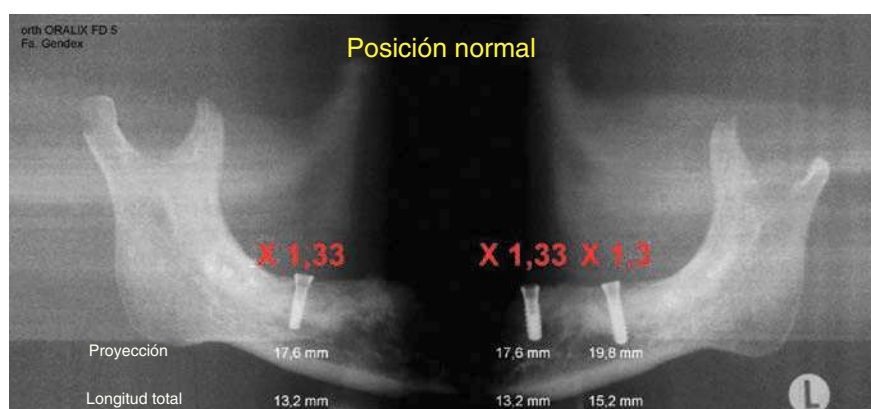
Medición de implantes insertados en una radiografía panorámica de un simulador de maxilar inferior expuesto en posición normal.
